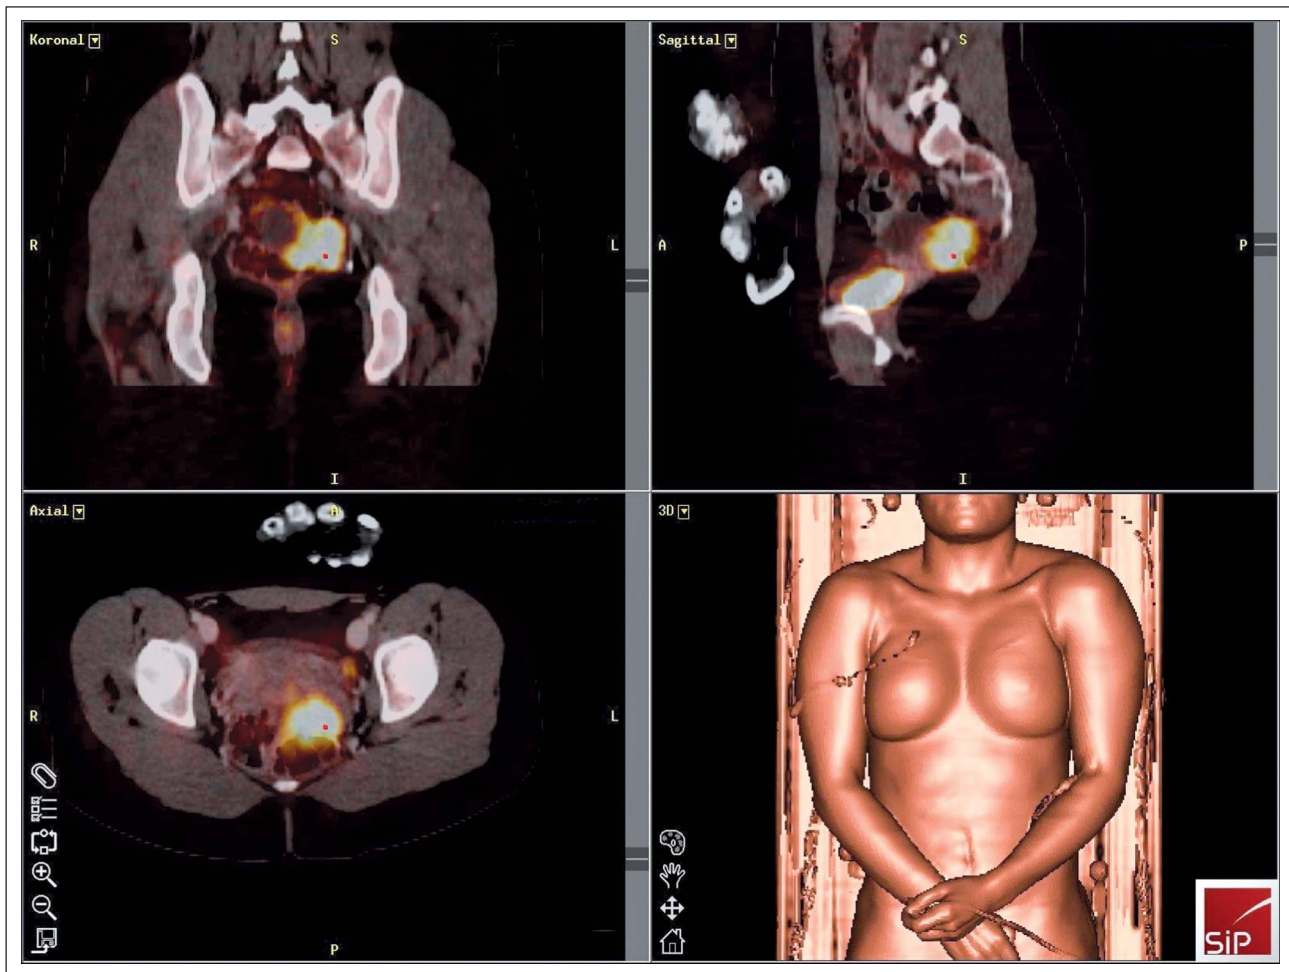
PET-CT-Fusion mit positivem Tumorknoten im Unterbauch (1. Rezidiv)
